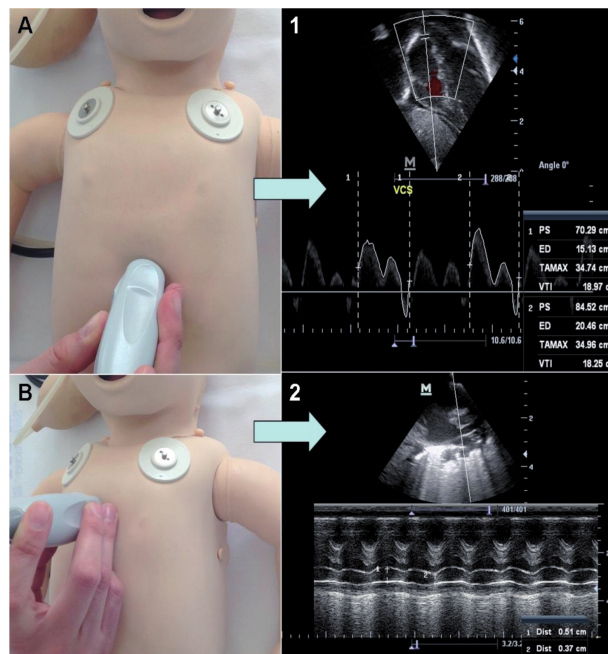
Medición del flujo en vena cava superior. Tomado de Arruza L y Corredera A. 2014, con permiso de los autores. A. Proyección subxifoidea. 1. Cálculo mediante Doppler pulsado de VTI en VCS. B. Proyección paraesternal para visualización de VCS. 2. Cálculo del diámetro medio de VCS mediante modo M. VCS: vena cava superior, VTI: integral velocidad-tiempo.
